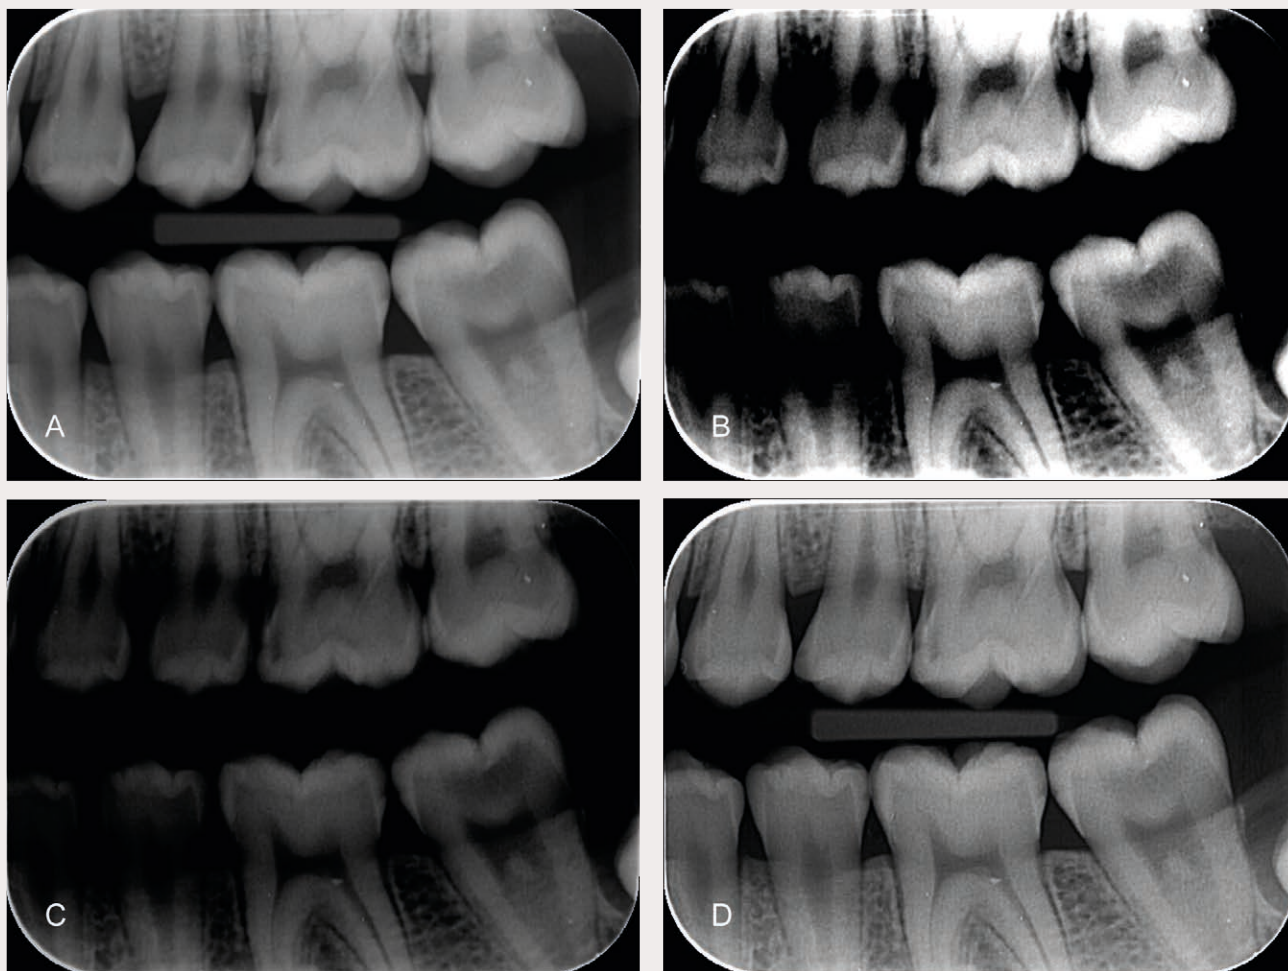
Example of the image post-processing to bitewing picture (A) including contrast (B) and brightness (C) adjustments in addition to edge-enhancement (D).
